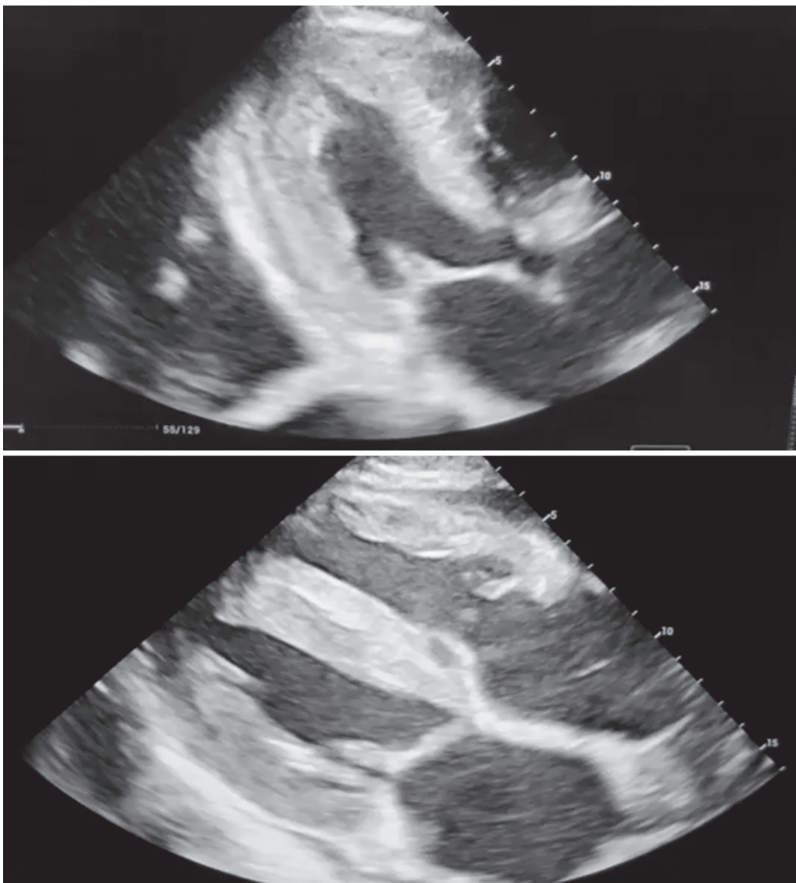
Ecocardiografia
